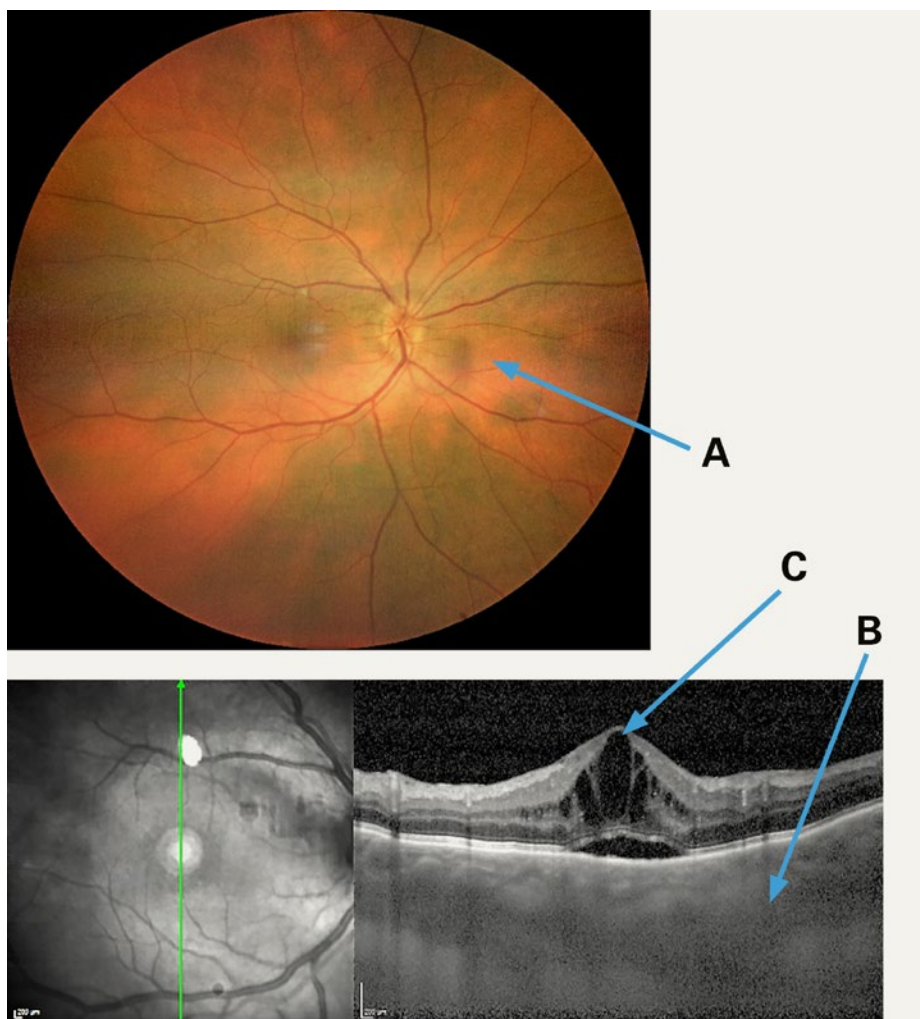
Fond d'œil avec une dépigmentation (A) ainsi que l'image de la tomographie optique cohérente qui montre l'épaississement choroidien massif (B) et l'œdème (C).
